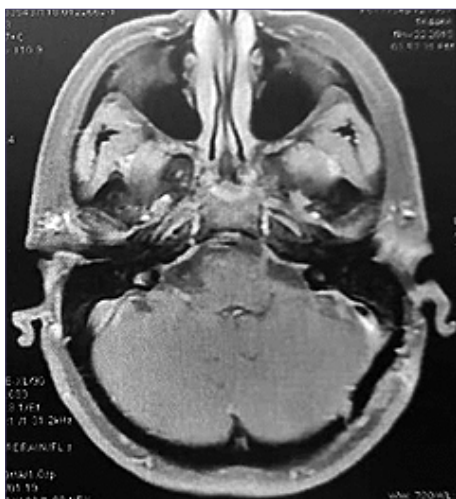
Post-operative axial MRI showing complete removal of the tumor.
